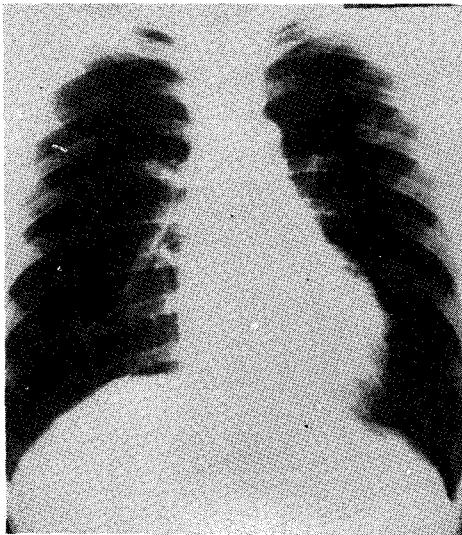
CASE 2. Chest X-Ray of 19-year-old male patient showed normal.
